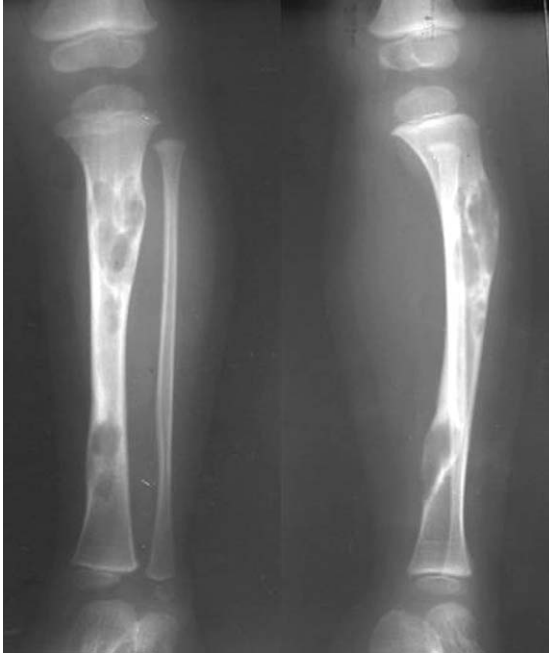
The Initial AP and lateral radiographs of the left tibia show multiloculated geographic osteolytic lesions in the anterior cortex of proximal meta-diaphyseal region and in the distal diaphyseal region. There is a marked anterior bowing at the junction of meta-diaphysis of the proximal tibia.
